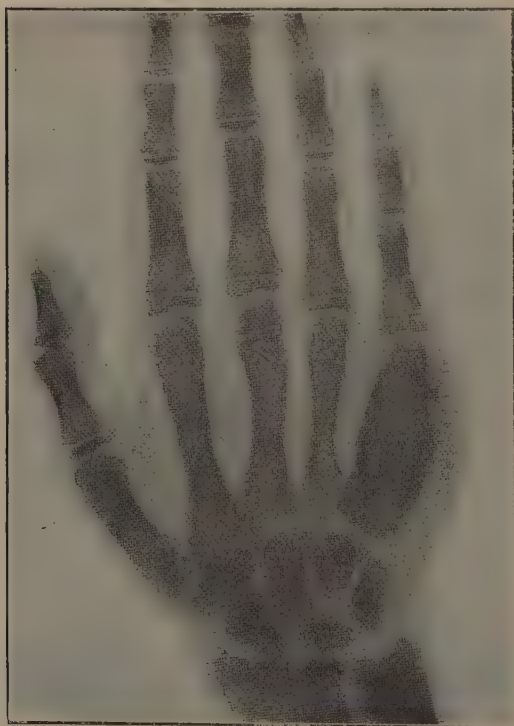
Radiographie du métacarpien malade.
